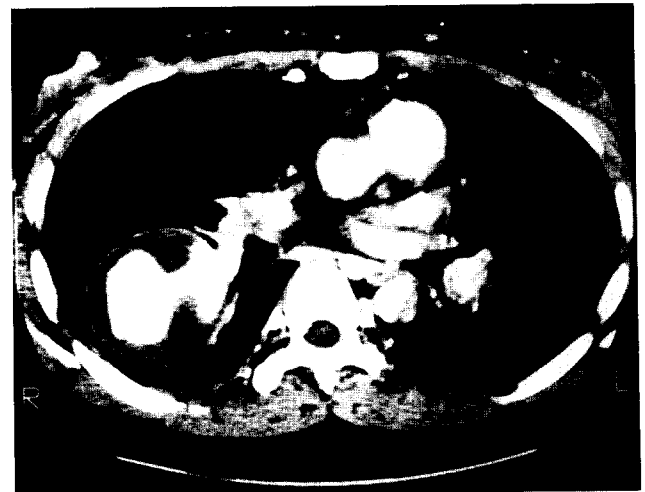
Chest CT showing huge pulmonary artery pseudoaneurysm with thromboemboli.
